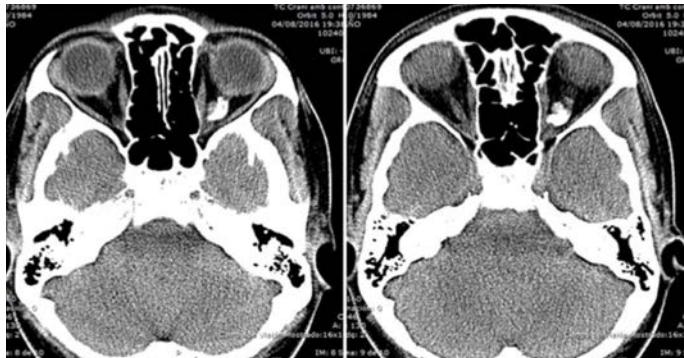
Tomografía computarizada craneal axial de una mujer de 33 años, en la que se muestra una calcificación alrededor del nervio óptico izquierdo, sugestiva de meningioma.
